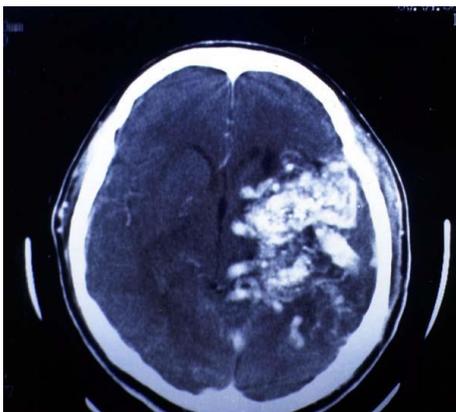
TAC. MAV temporal izquierda. Compromiso talámico Grado V. Tamaño 3, elocuencia 1, drenaje 1.
